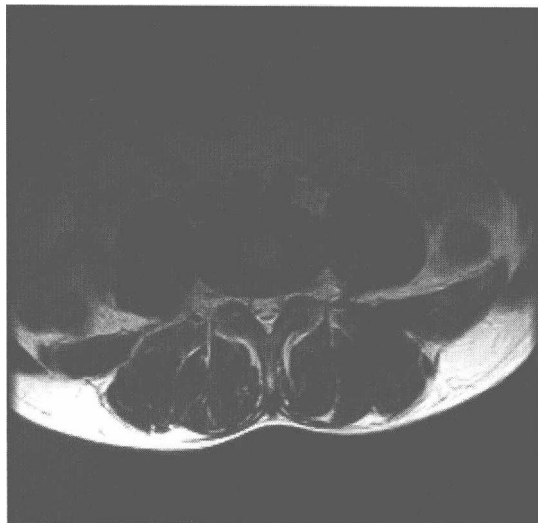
MRI T2 加权像对椎间盘膨出的显示
